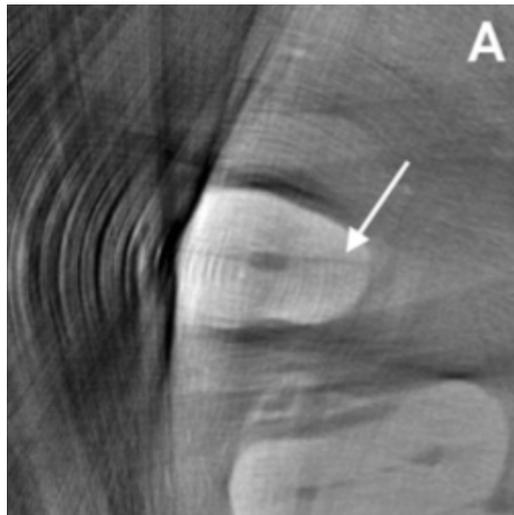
Vue axiale d'une reconstitution tomographique exposant une fêlure radiculaire (51)
